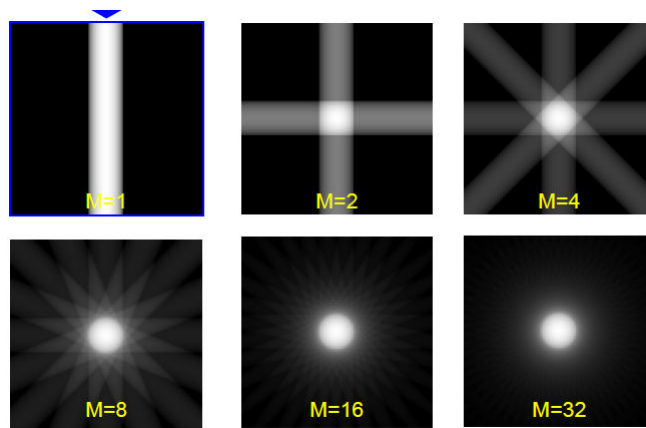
Tomographie d'un objet circulaire : Effet du nombre de projections M sur la reconstruction par rétroprojection filtrée.
